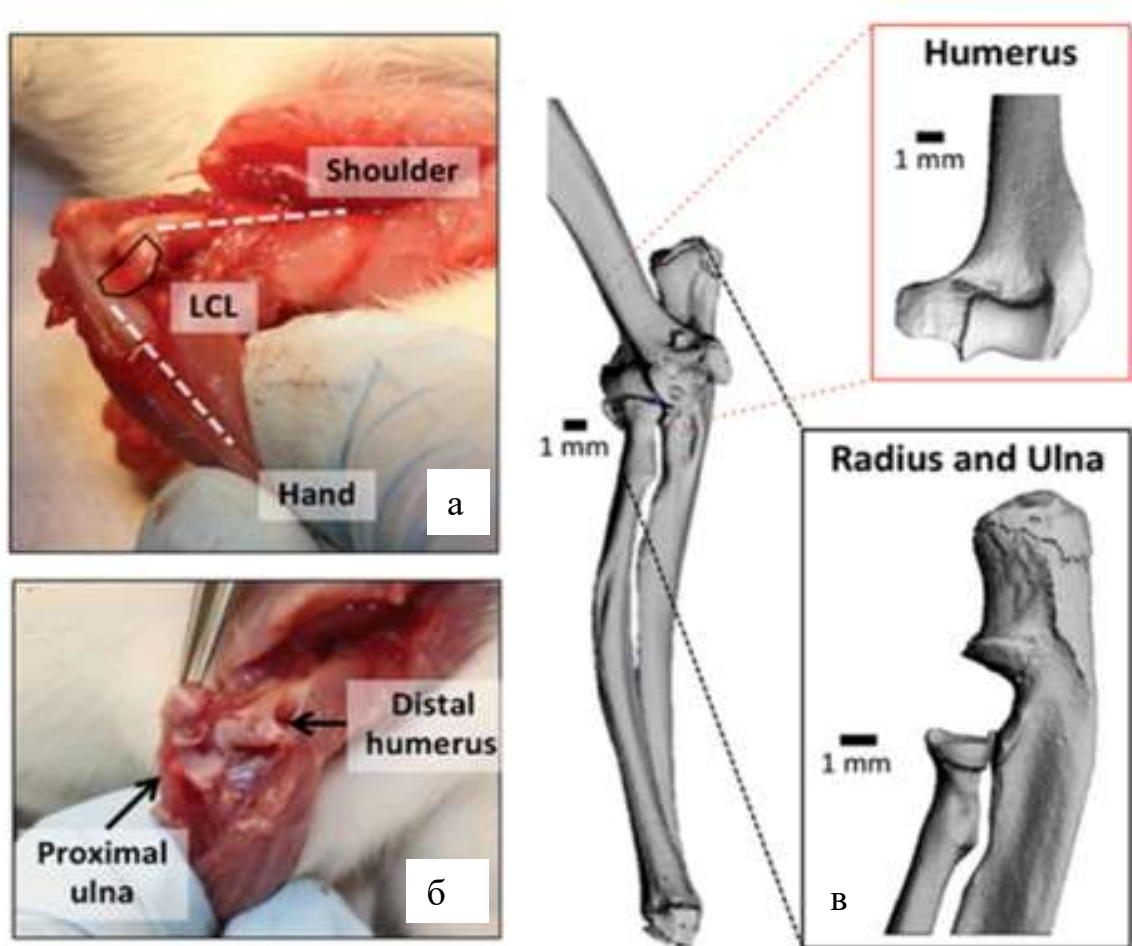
Анатомічні відповідності ліктя у щурів, включаючи (а) латеральну колатеральну зв'язку (обведenu чорним кольором) і (б) плечо-ліктьовий суглоб; (в) зображення μ -КТ показують розмір і форму кісток на передній кінцівці щура (вставки: вид ззаду плечової кістки та медіальний вигляд променевої та ліктьової кісток) [96].
